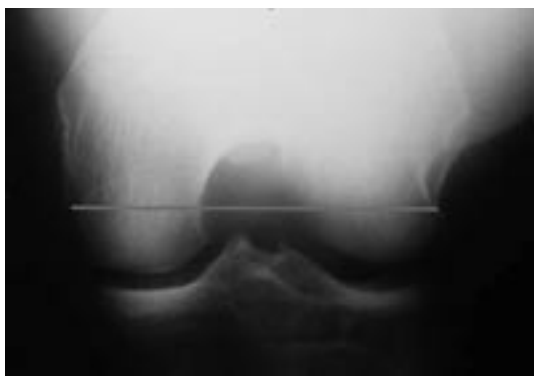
Radiografia do túnel com linha demonstrando altura da aferição do intercôndilo e biepicôndilo.
